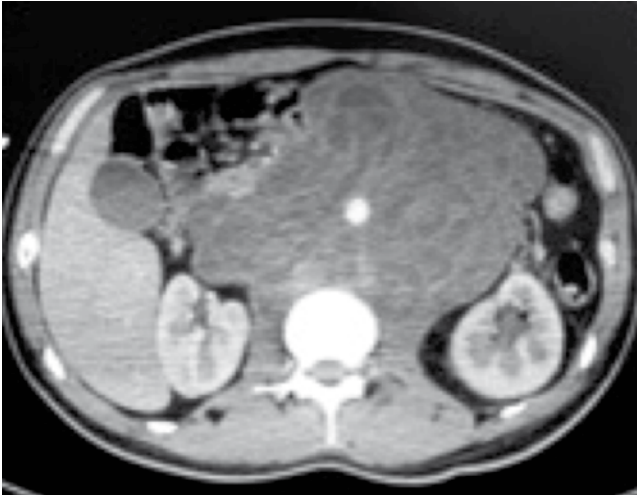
Tomografía de control posquirúrgica. Se observa la progresión tumoral gigante posterior a 4 ciclos de bleomicina, etopósido y cisplatino (BEP).
